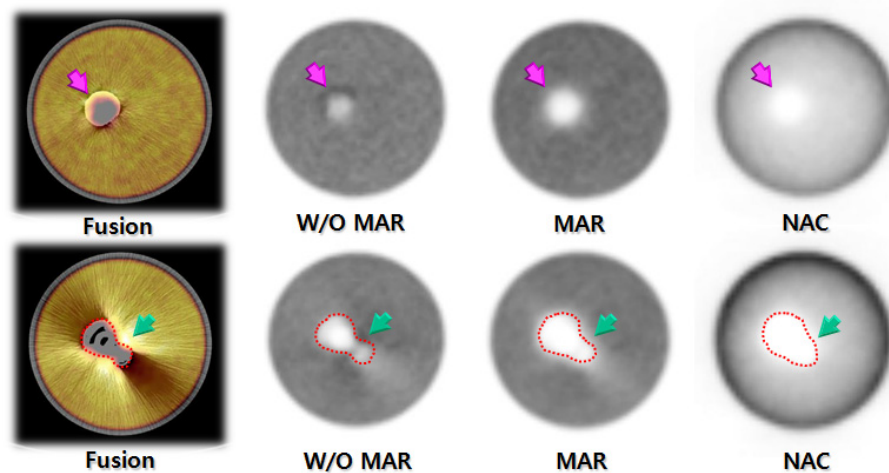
It showed comparison of with MAR algorithm, W/O MAR algorithm, and non-attenuation correction (NAC) PET images. In W/O MAR algorithm image, FDG uptake was increased in Bright streak region around Metal, but, when applying MAR algorithm and non attenuation correction, false positive uptake was disappeared. However, in MAR algorithm and non attenuation corrected PET images, the shade of metal was magnified.
